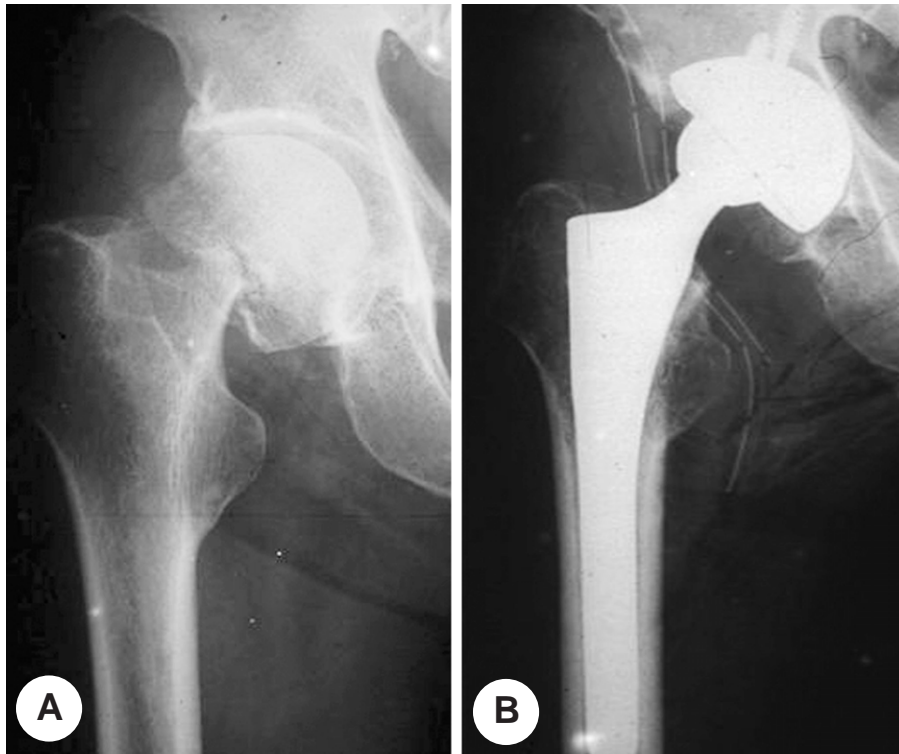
(A) A 60-year-old patient visited our hospital with right hip pain. This radiograph shows a pathologic fracture of the neck of right femur. (B) 6 months after first visit, total hip replacement arthroplasty was done.
